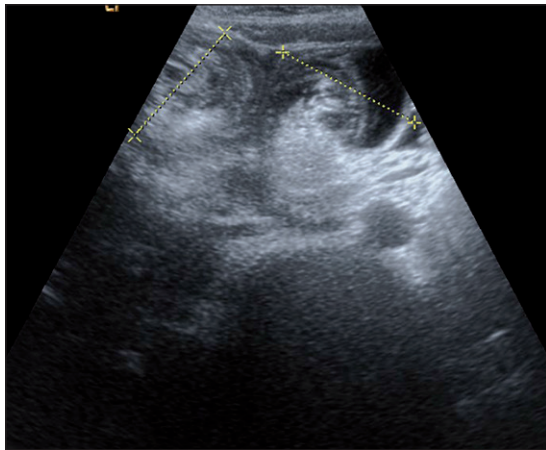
Imagen de ecografía abdominal: imagen de doble cabeza de invaginación intestinal en colon transverso. Edema de pared intestinal y líquido libre interasas.
